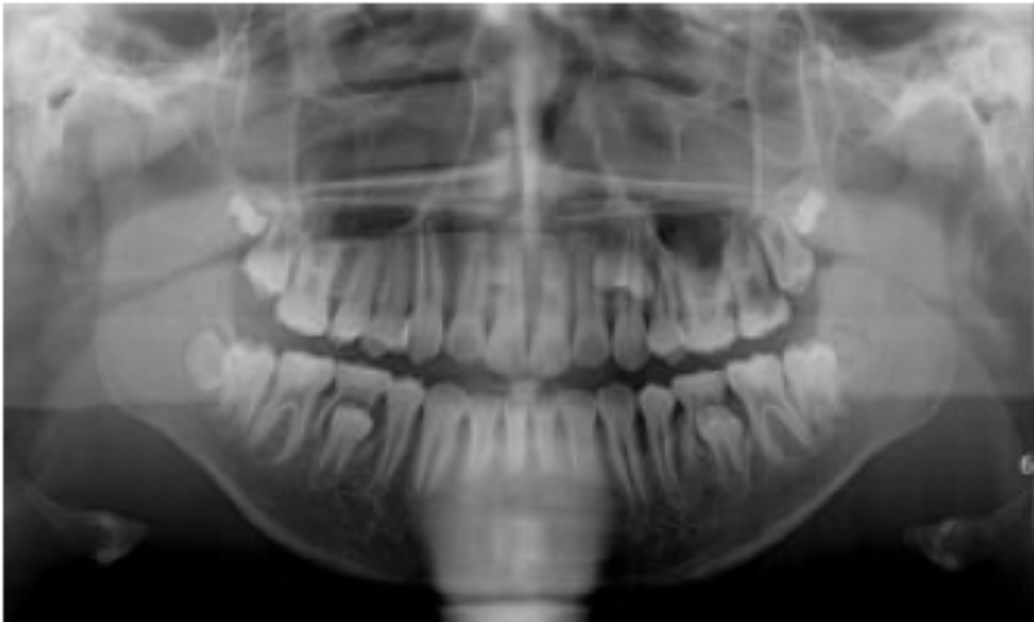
(40) Radiographie panoramique montrant la deuxième prémolaire maxillaire gauche en position ectopique et la deuxième molaire temporaire maxillaire gauche toujours présente sur l'arcade. Le volume osseux sur le site où doit être réalisée l'autotransplantation est insuffisant.
